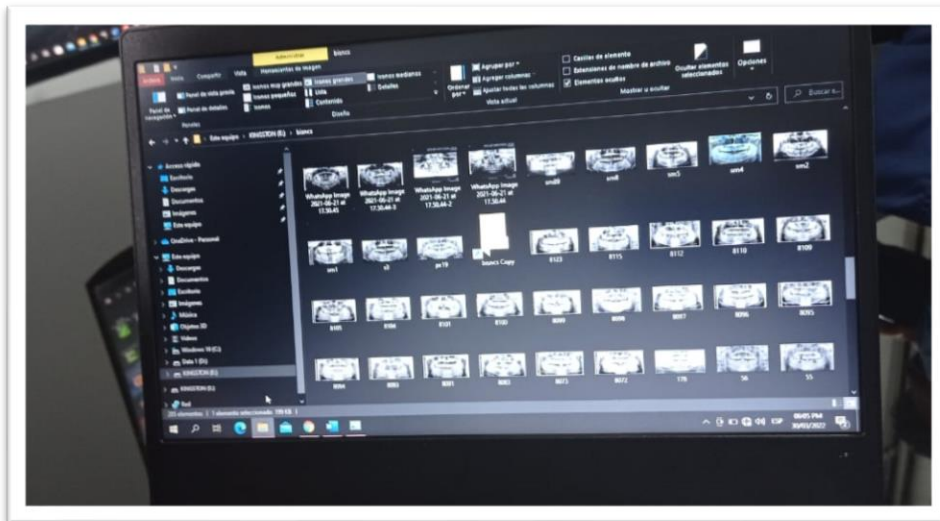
Banco de radiografías
